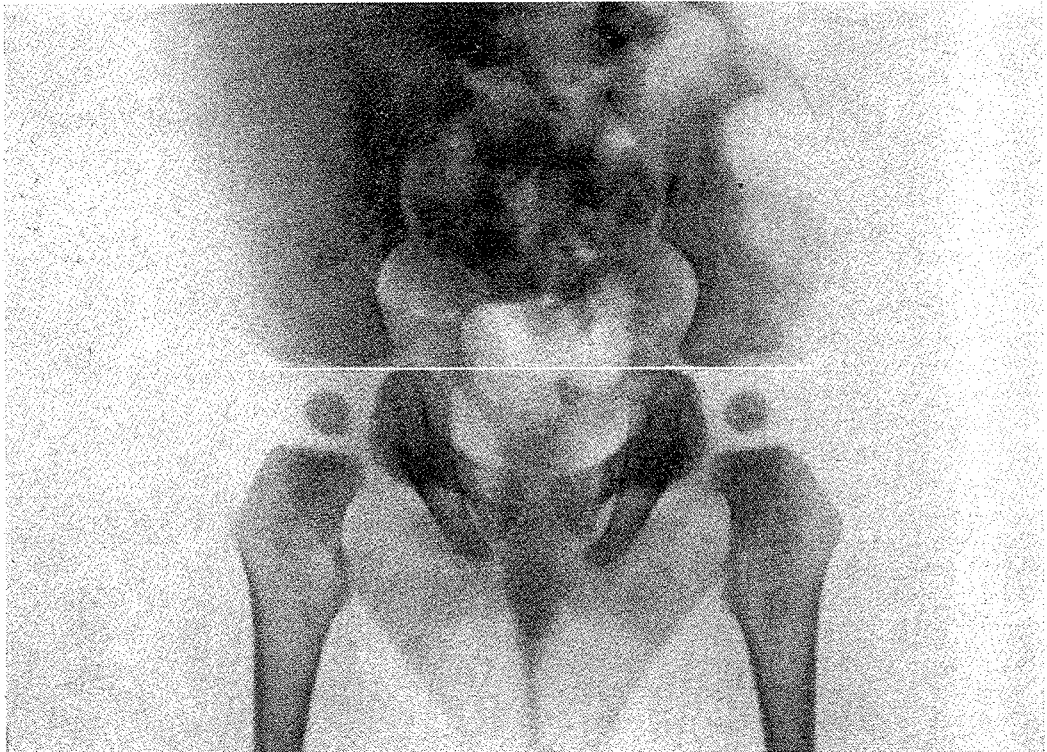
C 228/68. D. H.-S. 9 Monate alter männlicher Säugling mit Mongolismus (Trisomie 21). Dysplastisches Becken mit plumpen, seichten und weit ausladenden Darmbeinschaufeln sowie Abflachung des unteren Iliumendes, wodurch der Iliumwinkel stärker verkleinert wird (beiderseits 30°). Horizontal stehendes Azetabulum, dessen Achse mit der *Hilgenreinerschen* Y-Y-Linie zusammenfällt. Azetabulumwinkel daher beiderseits 0° . Extrem niedriger Iliumindex von 30° . Hypoplastische, sich kreuzende Sitz- und Schambeinäste. Röntgenaufnahme: Prof. Dr. P. Kröker, Chefarzt der Röntgen- und Radiumabteilung der *Huyssens-Stiftung*, Essen.
